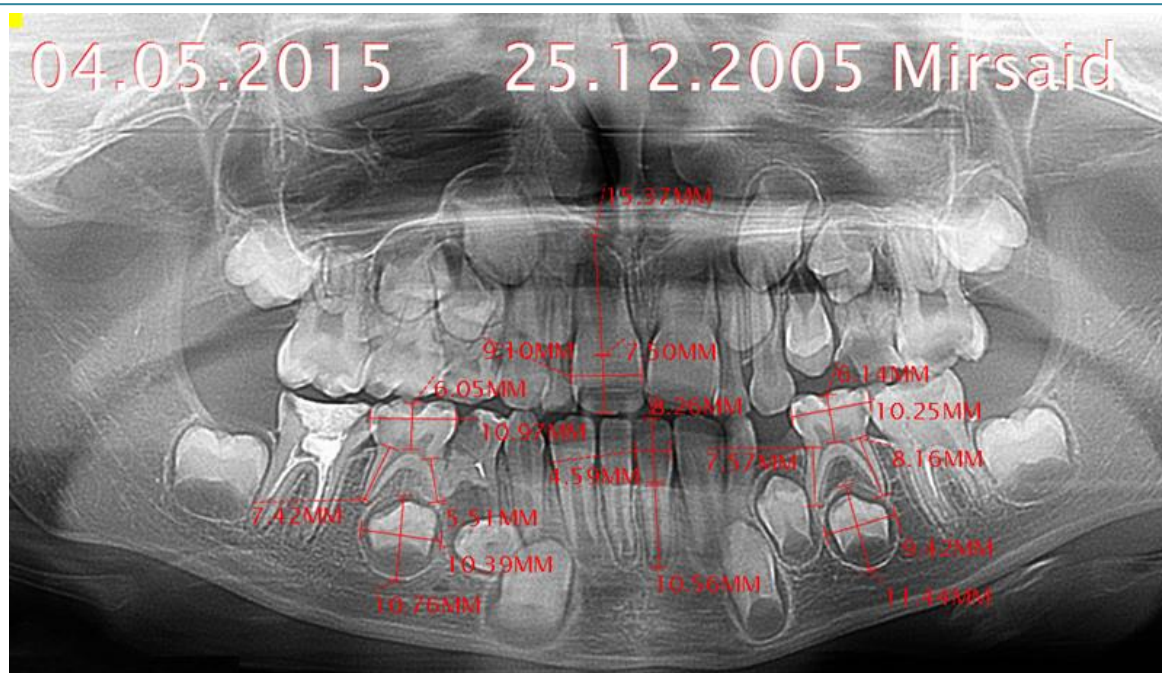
Панорамная рентгенография мальчи́ка И. 11 лет. (II-группа).
